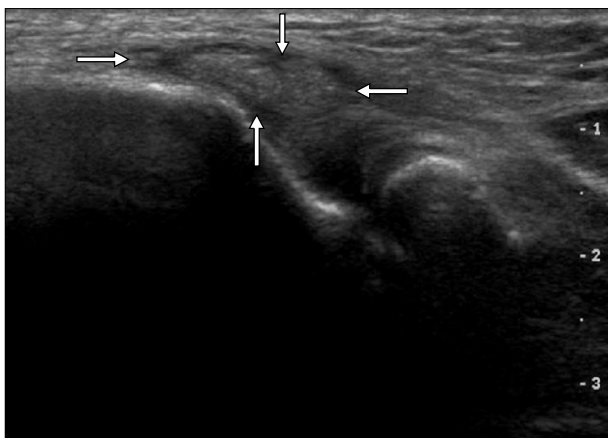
Sonographic image of the right elbow shows swelling and calcification at the insertion of the common extensor tendon (white arrow).
